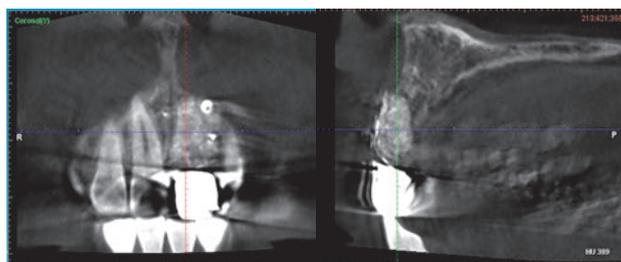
インプラント埋入時CT。十分な骨量が再建されている。SPIインプラント径3.5mm、長さ8.0mmの埋入はシミュレーションにて十分に可能と判断した。（使用CT：プランメカ ProMax® 3D Classic）
